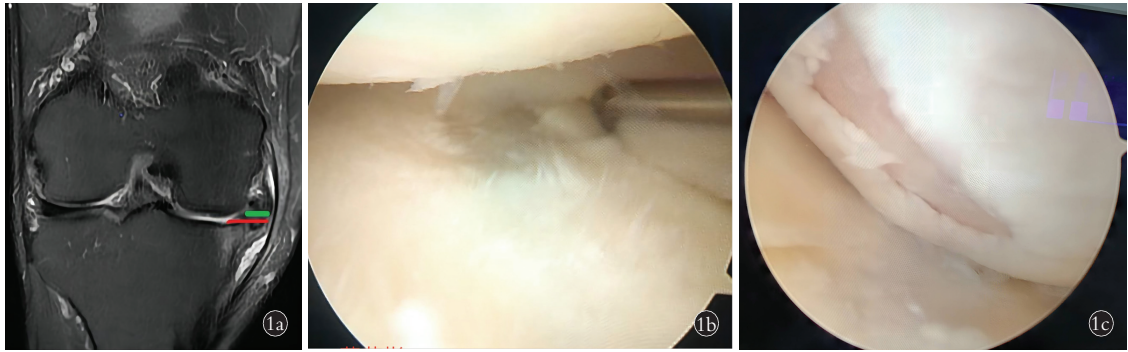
男,58 岁,右膝内侧半月板内突 1a. 术前 MRI 测得 MDI=0.59 1b. 关节镜提示内侧胫骨平台 IV 度软骨损伤 1c. 关节镜下内侧股骨髁 IV 度软骨损伤
